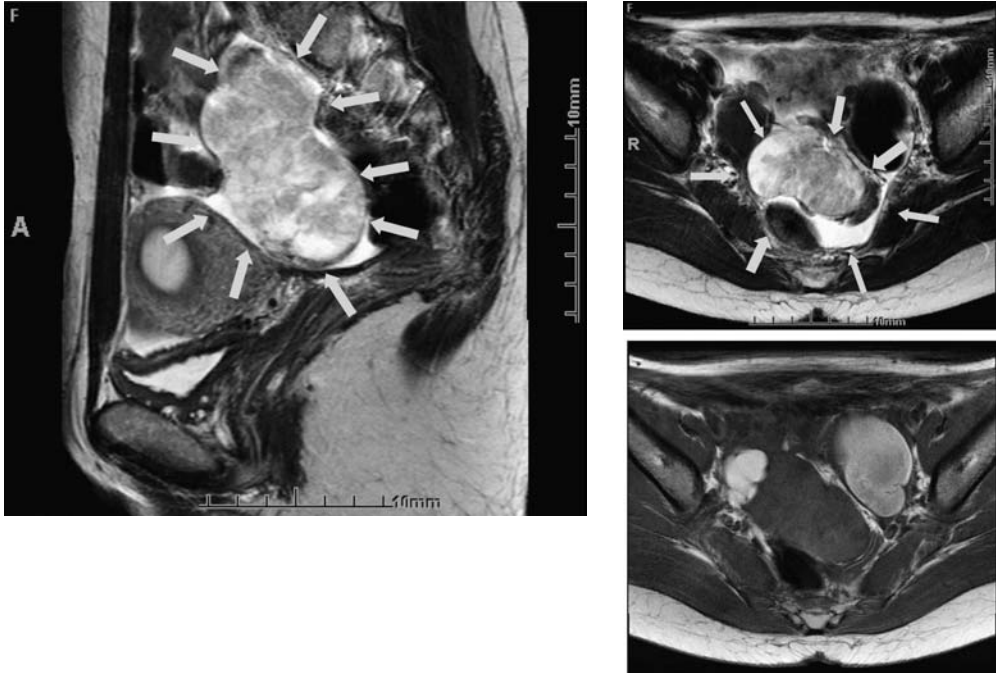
MRI：両側チョコレート嚢胞の間に85mmのわずかに分葉状の充実性腫瘍性病変。T2強調画像で低信号と高信号が混在し、低信号域では造影増強効果を伴っており、悪性が疑われた。
